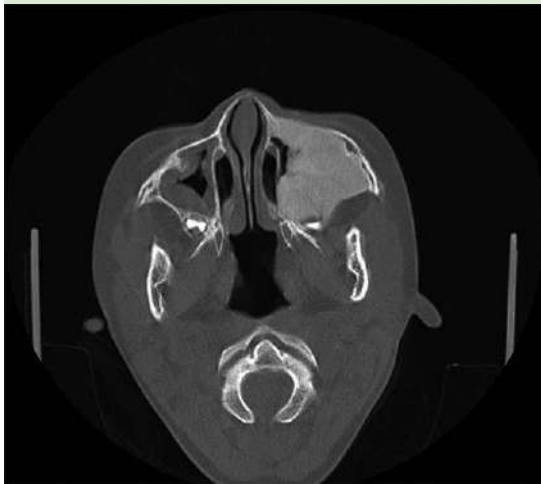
Tomografía axial computada de senos paranasales en corte axial.
